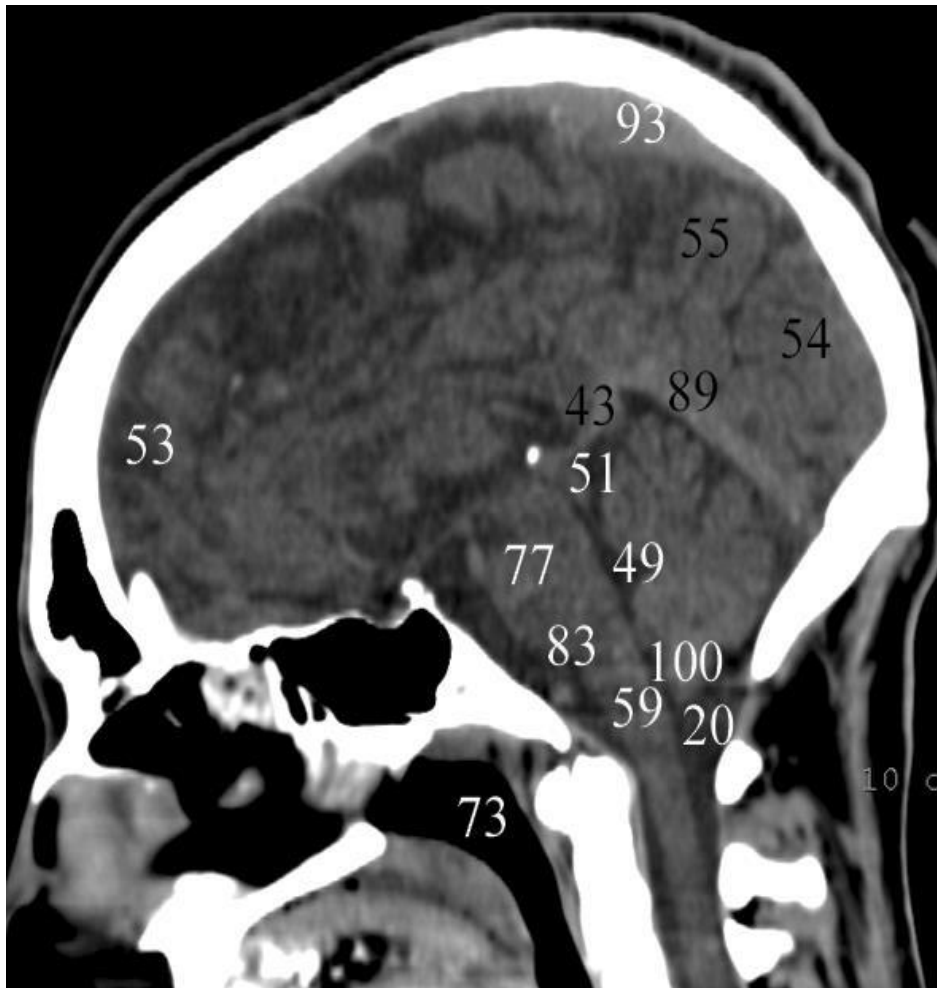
Anatomie TDM normale de l'encéphale dans le plan sagittal sur une coupe passant approximativement sur la ligne médiane.[41]
